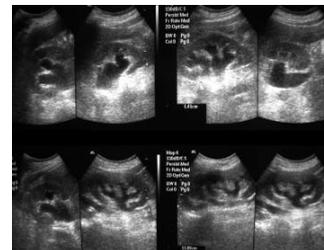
Ecografía renal que muestra hidronefrosis de riñón derecho. Doble sistema en riñón izquierdo con dilatación de ambos sistemas pielocaliciales y uréteres proximales.
